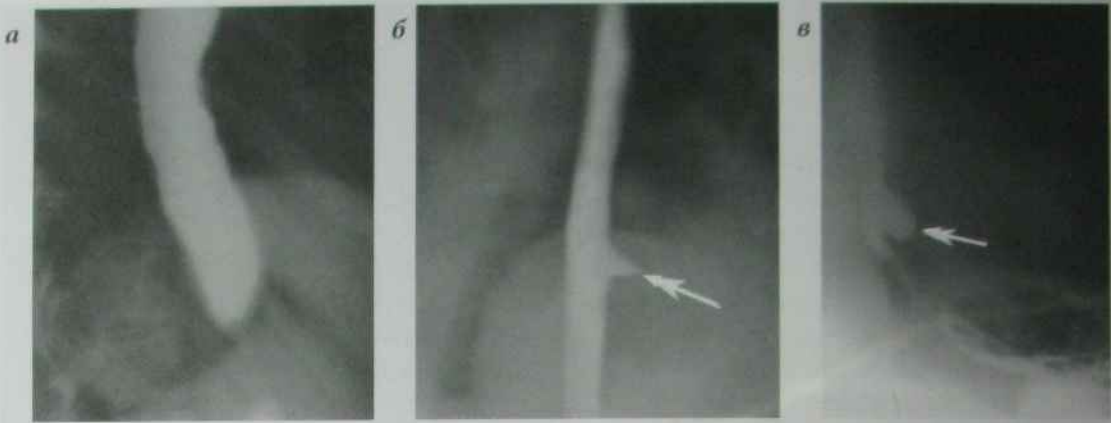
Прицільні рентгенограми нижньої третини стравоходу та верхньої третини шлунка в прямій проекції:
